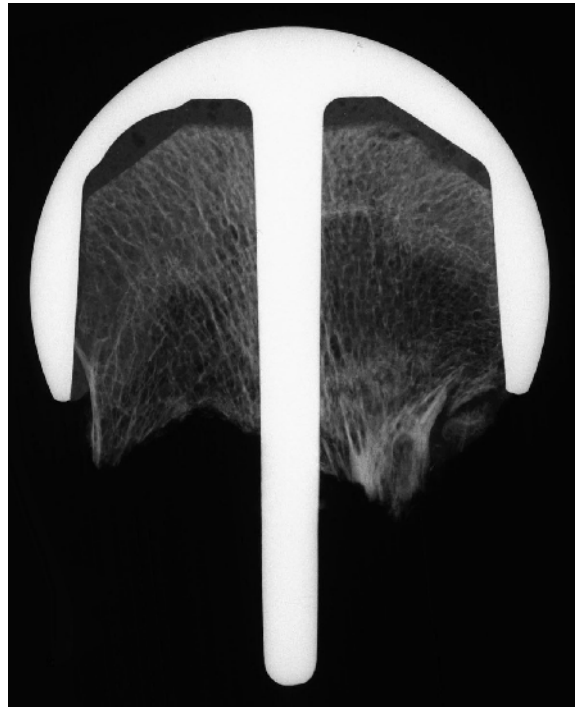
Kontaktradiographie 14/25
